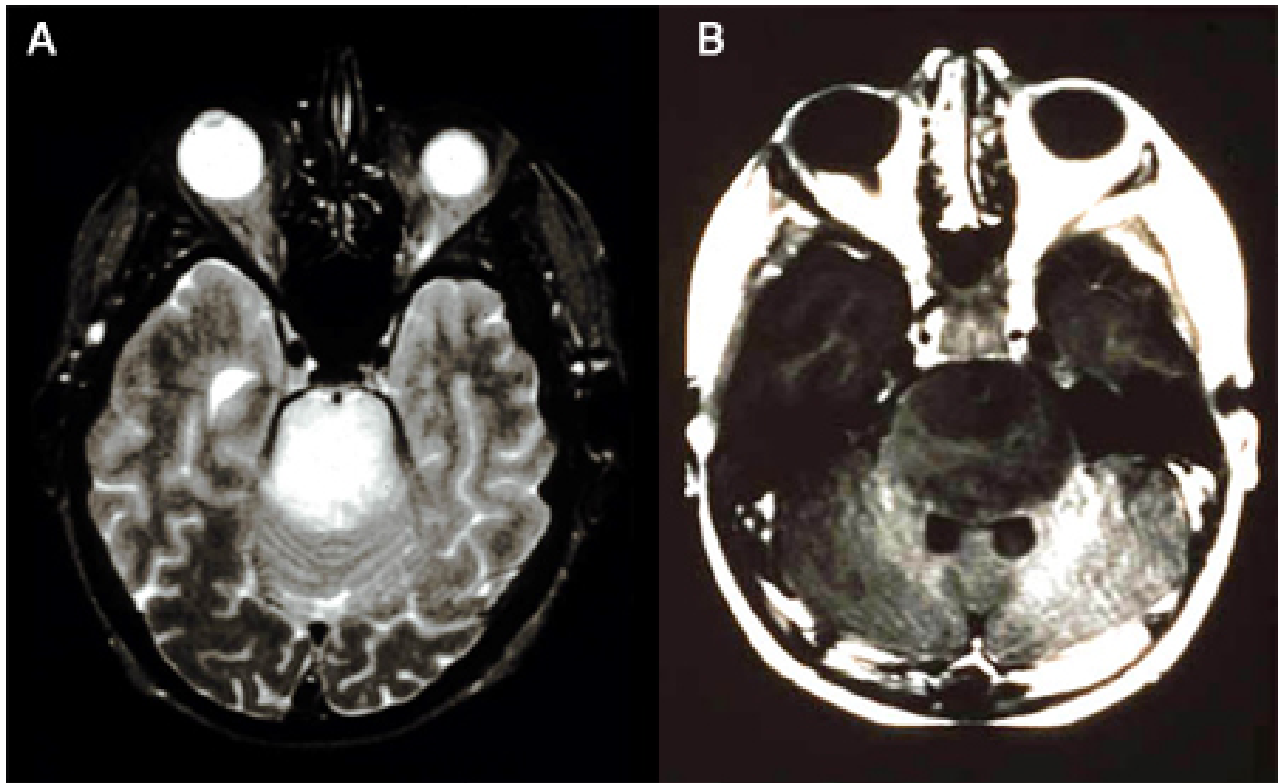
Ressonância nuclear magnética (RNM) ponderada em T2 sem (A) e com (B) contraste demonstrando um glioma pontino
